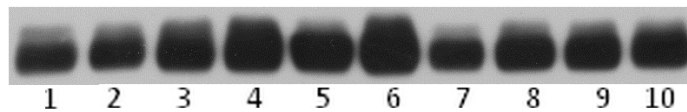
Detekce hemoxygenázy-1 (32 kDa) na RTG filmu
